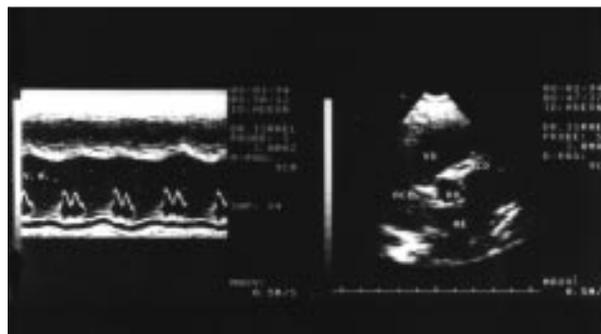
Ecocardiograma demonstrando, à esquerda, no modo M, VE dilatado e hipocontrátil. À direita, no bidimensional, imagem de secção transversal da raiz da aorta mostrando presença das artérias coronárias esquerda e direita levando a diagnóstico incorreto de origem normal das artérias coronárias.
